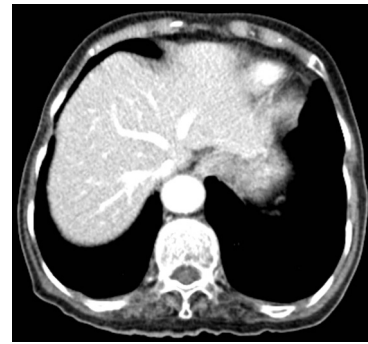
A follow-up abdominal computed tomography scan (8 days after Fig. 4) revealed the disappearance of the hepatic portal venous gas.
